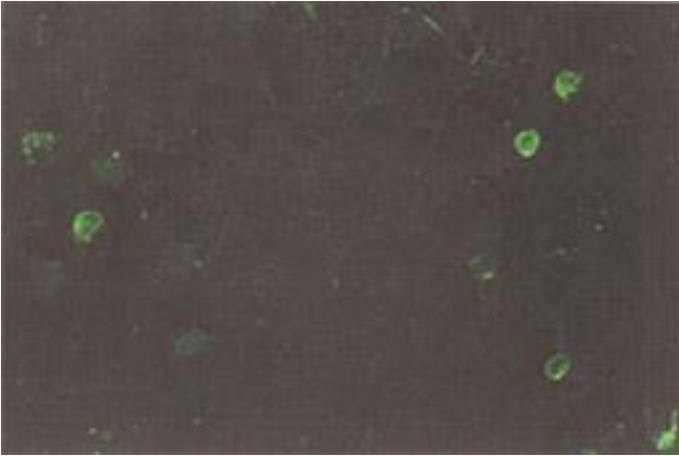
Detección de antígeno de VEEV cepa TC-83 en impronta de cerebro de ratón lactante aparentemente sano, recolectado a las 26 hpi y teñido por inmunofluorescencia indirecta con suero hiperinmune elaborado en conejo. Se observa el antígeno de color verde manzana brillante. Aumento 40X
